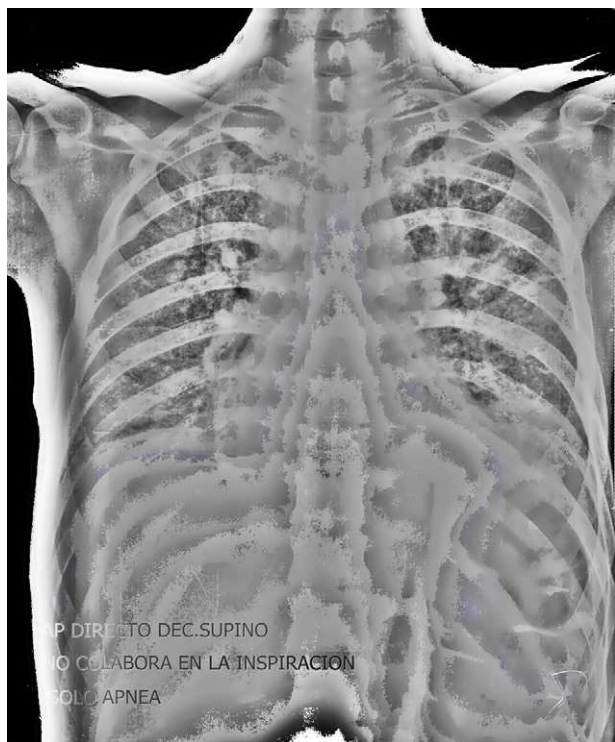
Radiografía de tórax: patrón intersticial retículo-nodular bilateral de forma difusa.
